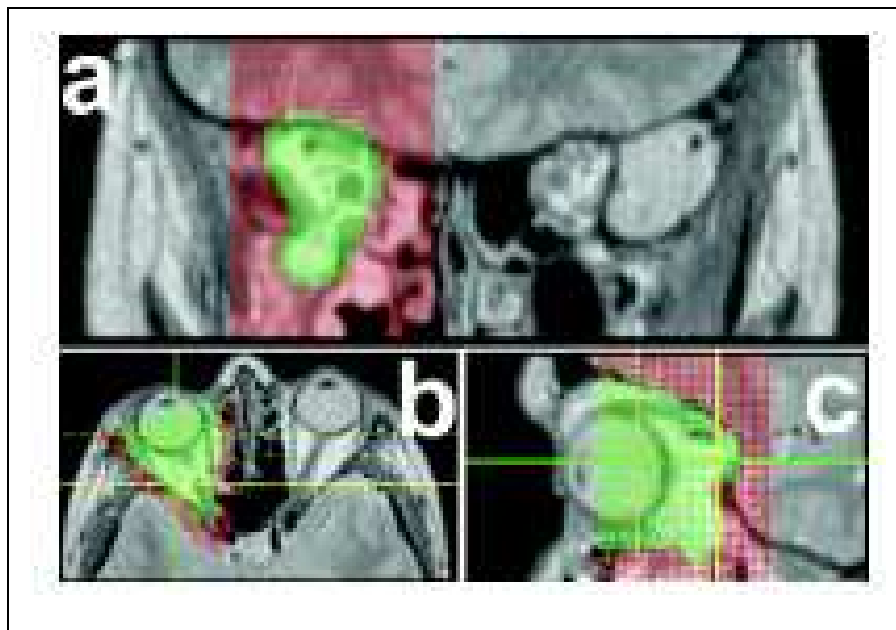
(a) coronare, (b) axiale und (c) sagittale Sicht von hochauflösenden PD-gewichteten MRT-Bildern (3D) für die Volumetrie der Orbita: Deformation der frakturierten Orbita mit einer veränderten Orbitageometrie.
